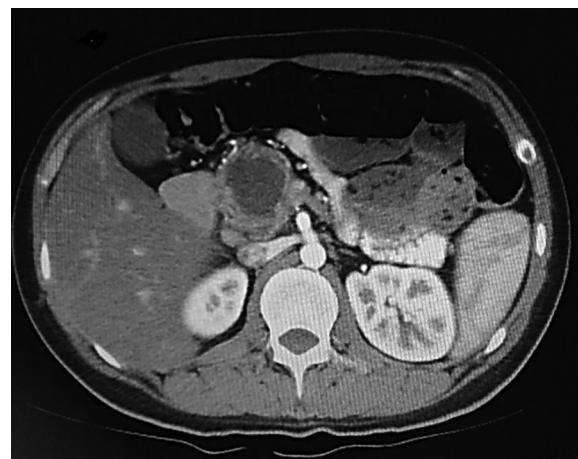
Plano axial de la tomografía computarizada contrastada con lesión quística hipodensa de 35 x 48 mm dependiente de cabeza de páncreas.
